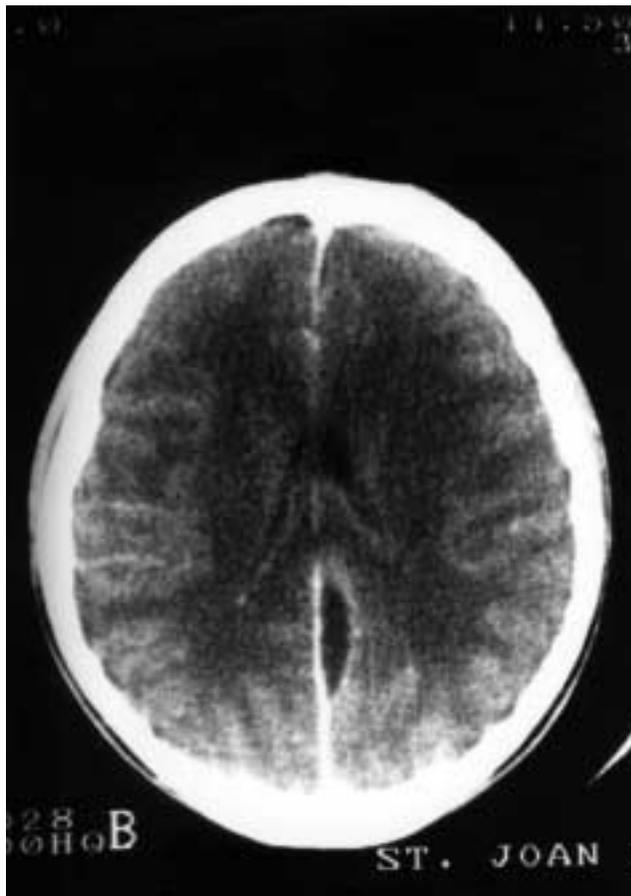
TC craneal a las 48 horas del ingreso observándose un empiema subdural interhemisférico y un neumocéfalo frontal asociado.
